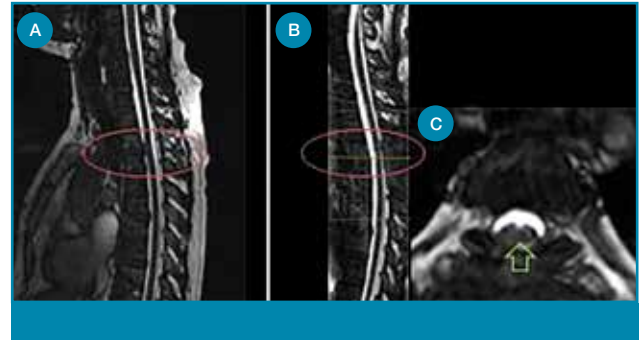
MRI van de thoracale wervelkolom van patiënt 1. Sagittale (A) en transversale (B) T2-gewogen opnames. A) De witte pijl geeft de karakteristieke anterieure 'kinking' aan van het thoracale ruggenmerg ter hoogte van de tussenwervelschijf T3-4. B) Op de transversale opnames wordt over een traject van 12 mm geen liquorsignaal gezien anterieur van het myelum met enige opvulling van de epidurale ruimte. Er is geen aanwijzing voor atrofie van het ruggenmerg.
